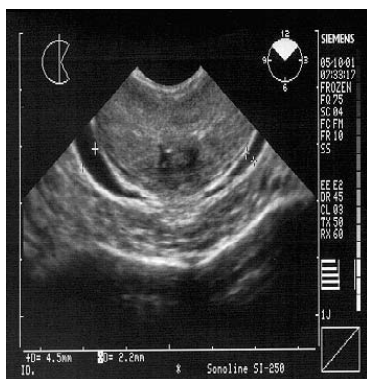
ТРУЗИ. Состояние вен мочевого венозного сплетения до лечения у больного С. с хроническим везикулитом.
